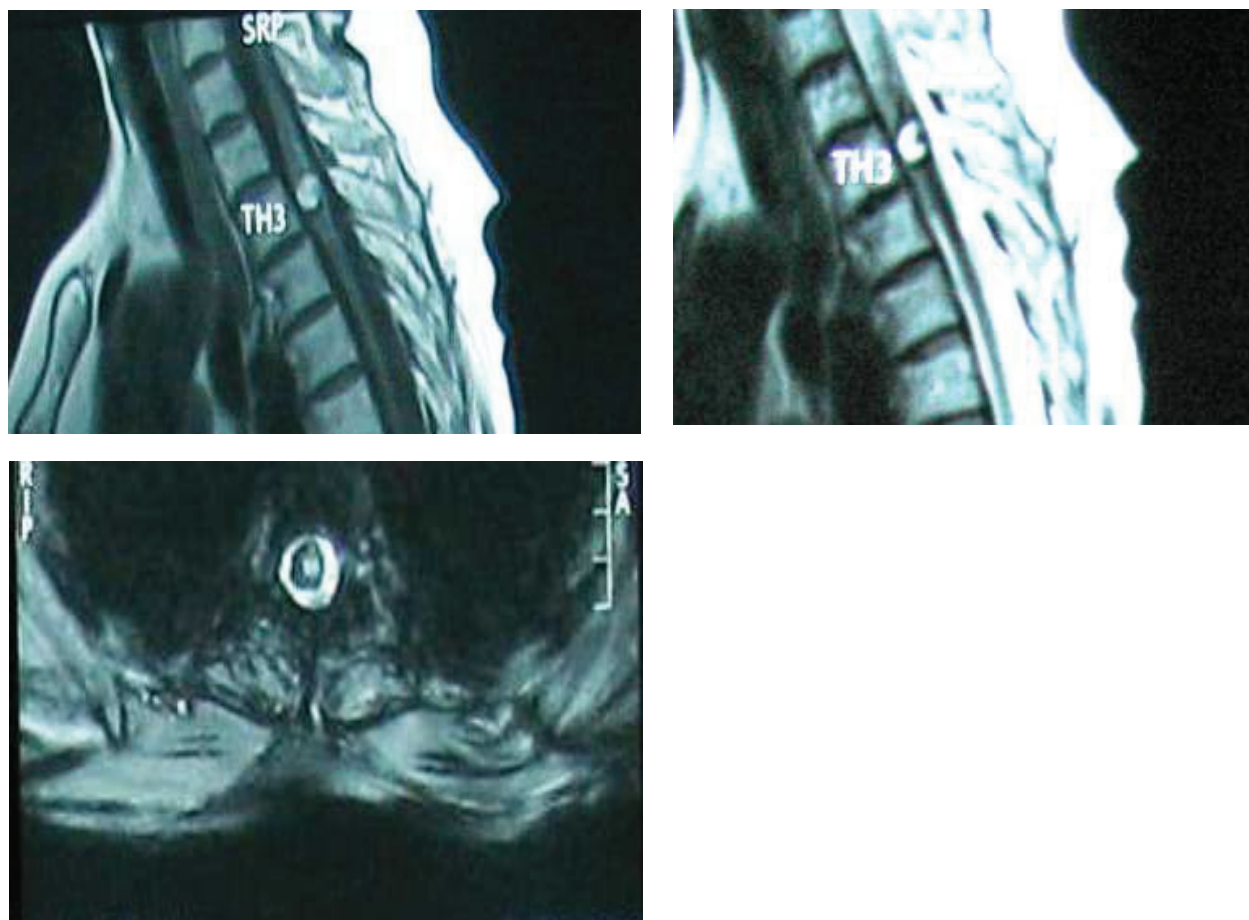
IRM toracală cu substanță de contrast. Prezența formațiunii nodulare intramedulare (13mm x 10mm x 8,4mm) în proiecția corpului vertebral Th3, cu component hemoragic.
